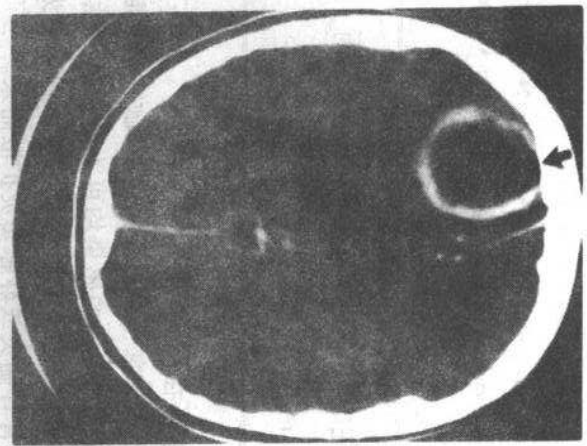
细菌性脑脓肿。增强CT扫描典型表现为规整的囊壁强化，周围有脑白质水肿。病变内有气体(箭头)，这并不常见
